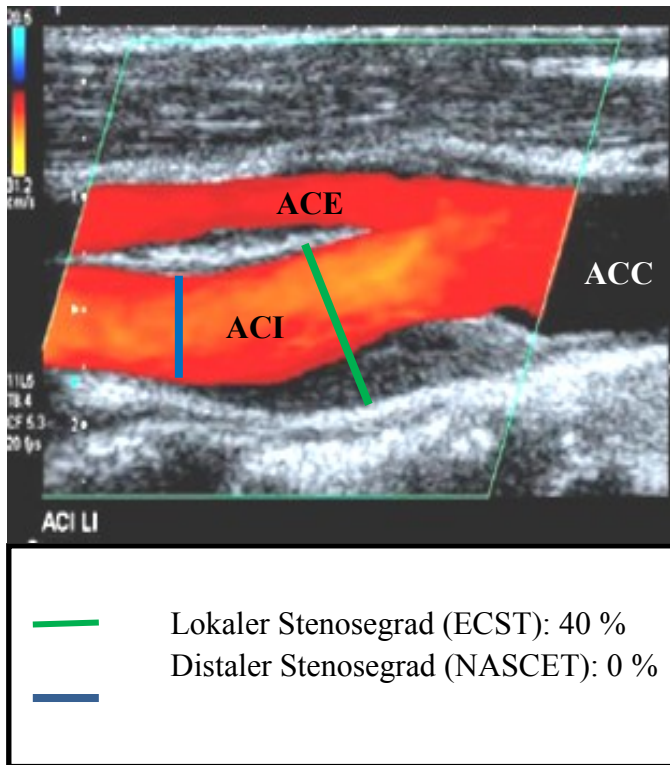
Stenosegrad nach ECST und NASCET im Ultraschall (power Doppler).
